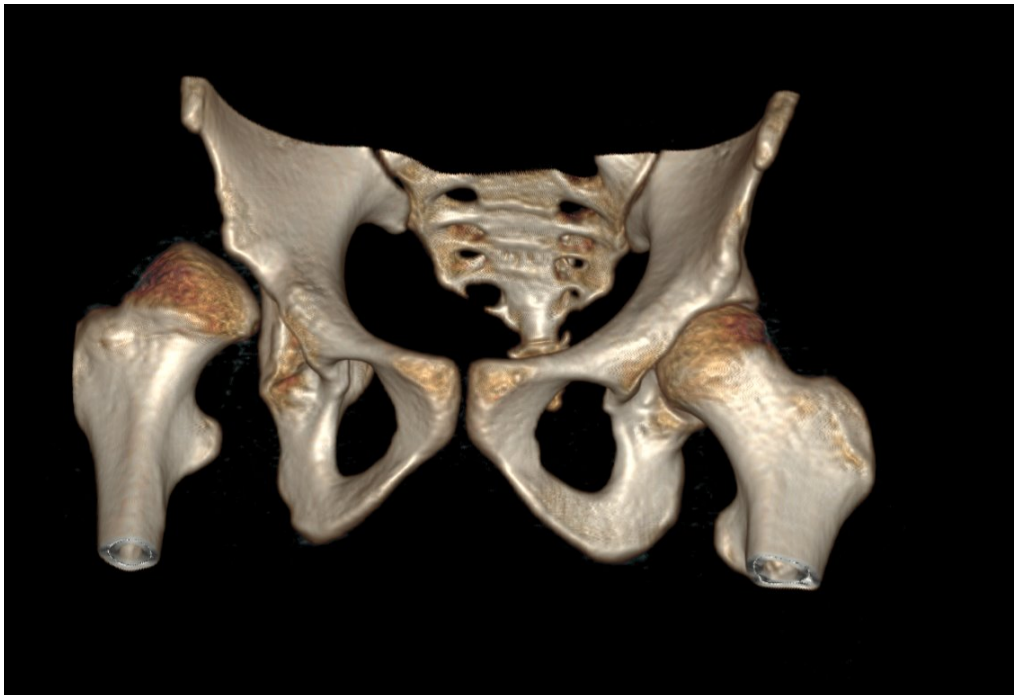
y. 8. Reconstrucción 3D ofrecida por el propio PACS a partir del estudio TAC
